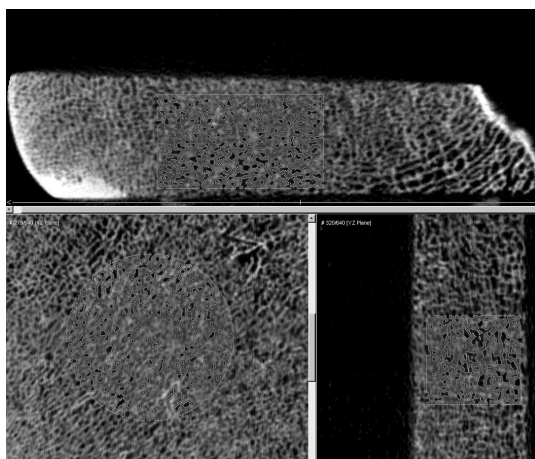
Micro-CT를 이용하여 획득한 대퇴골 해면질골 샘플의 영상
